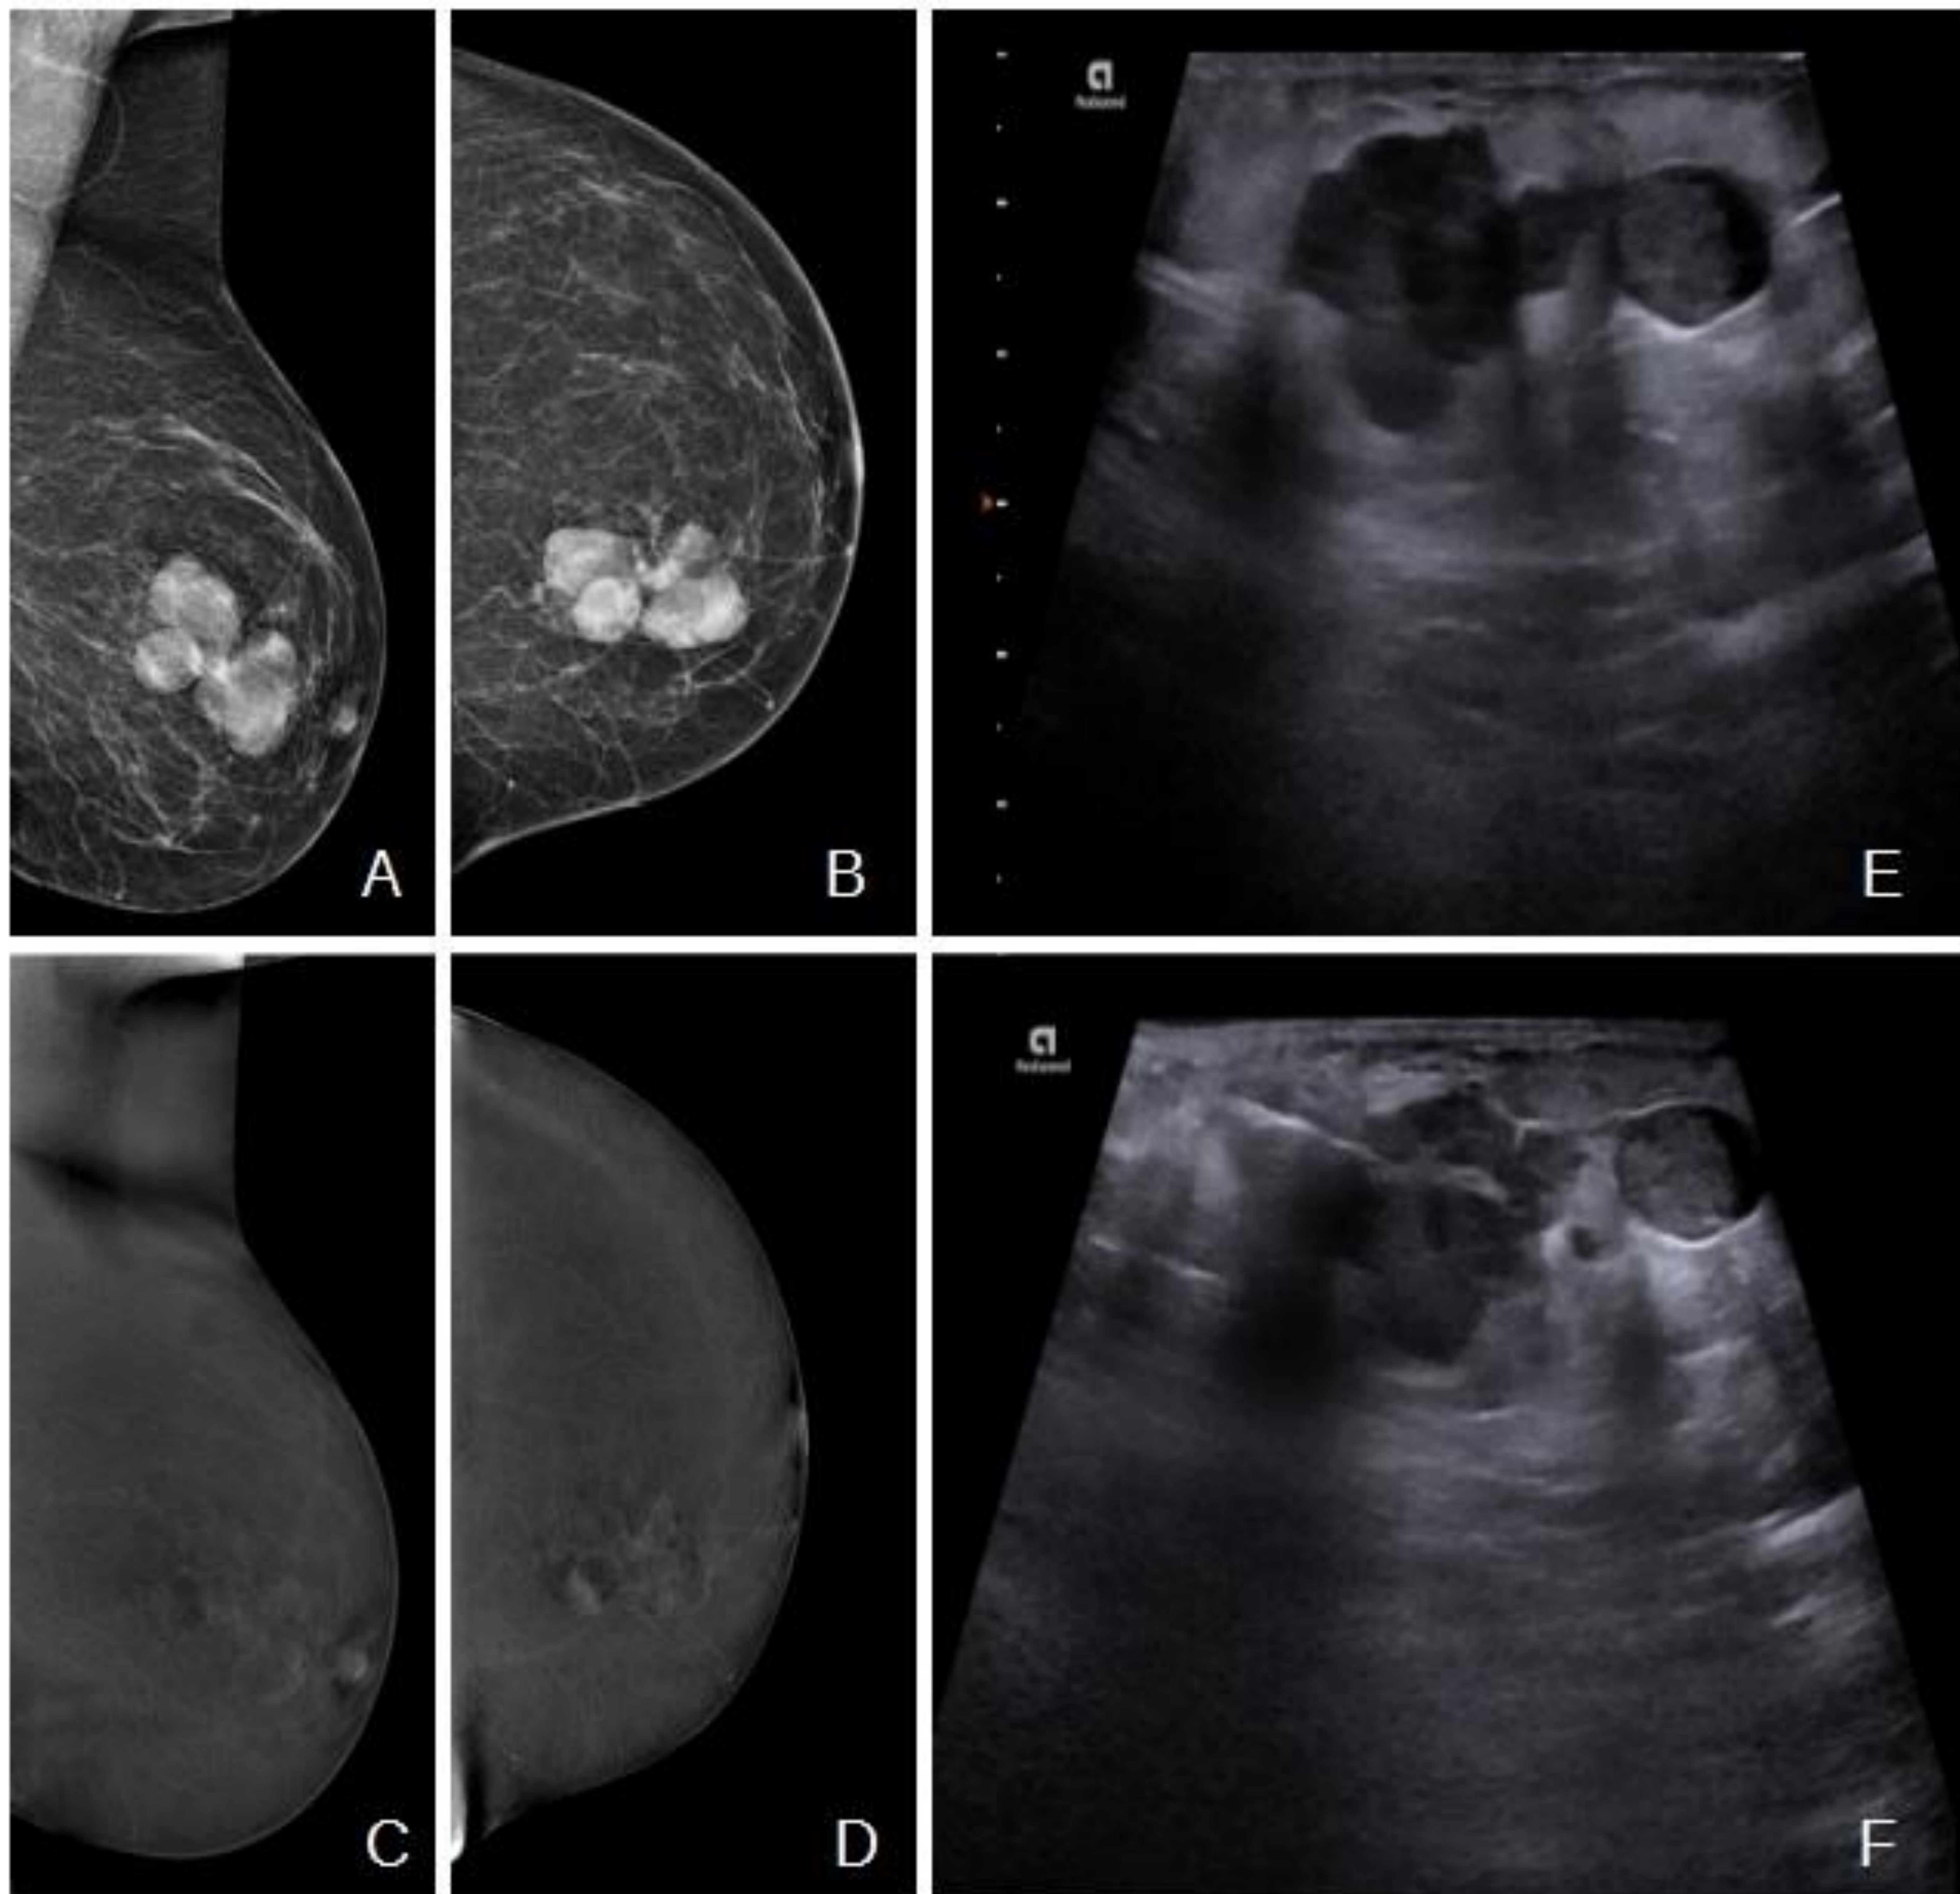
Nódulo macrolobulado en mamografía de cribado. A y B) Proyecciones de baja energía OML y CC de mama izquierda, con nódulo denso en CSI, macrolobulado y circunscrito. C y D) Proyecciones OML y CC recombinadas, con patrón de captación de fondo mínimo. En CSI captación nodular periférica con zonas de engrosamiento focal nodular (BI-RADS® 5). E y F) Ecografía con nódulo sólido-quístico, con más de tres lobulaciones,, hipoecoico, que se biopsia con resultado de carcinoma papilar in situ.
